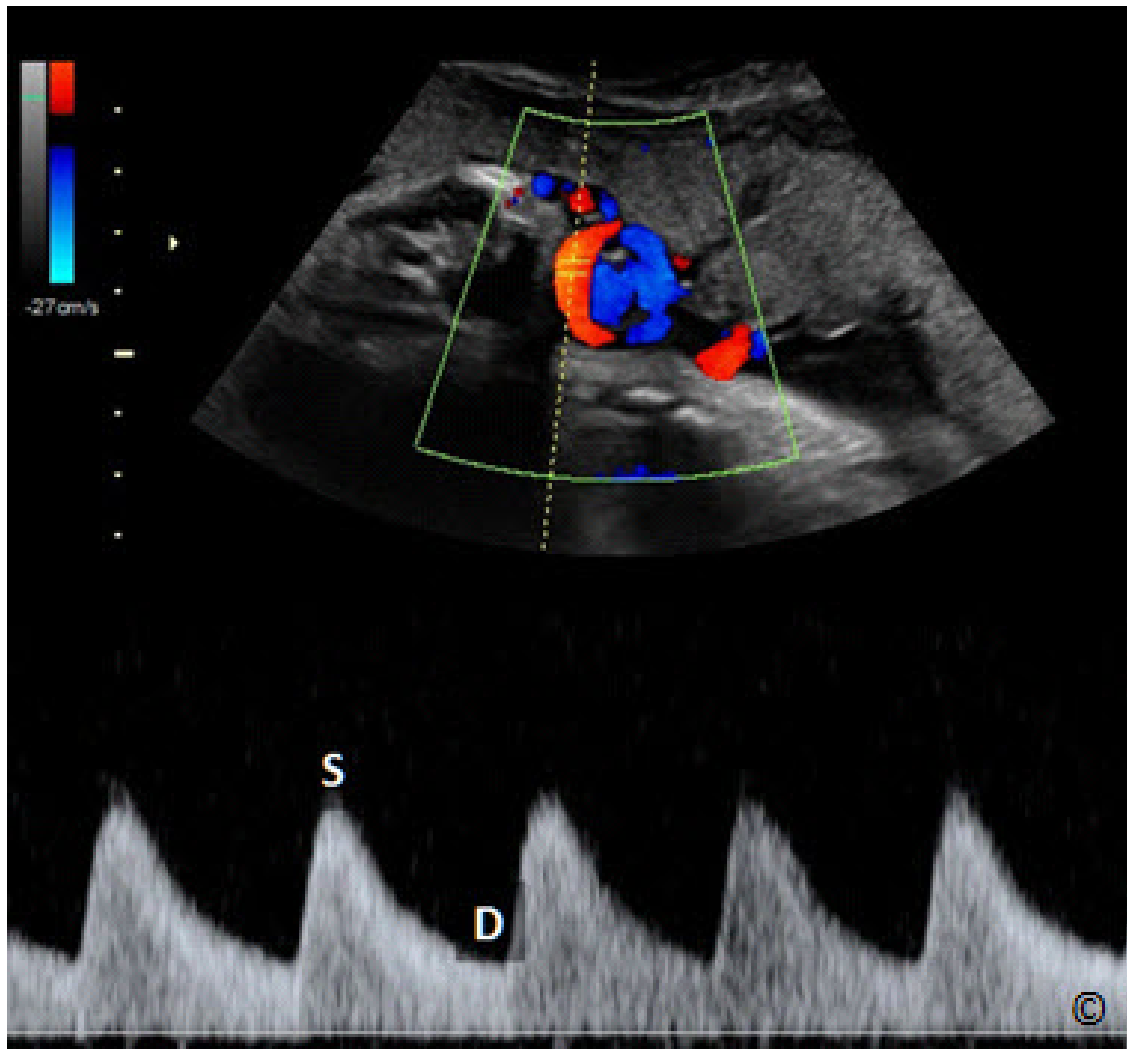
Modo Doppler Pulsado de la arteria umbilical. S se corresponde con el cambio de la frecuencia durante el pico de la sístole y D corresponde al cambio de frecuencia a fin de diástole.
